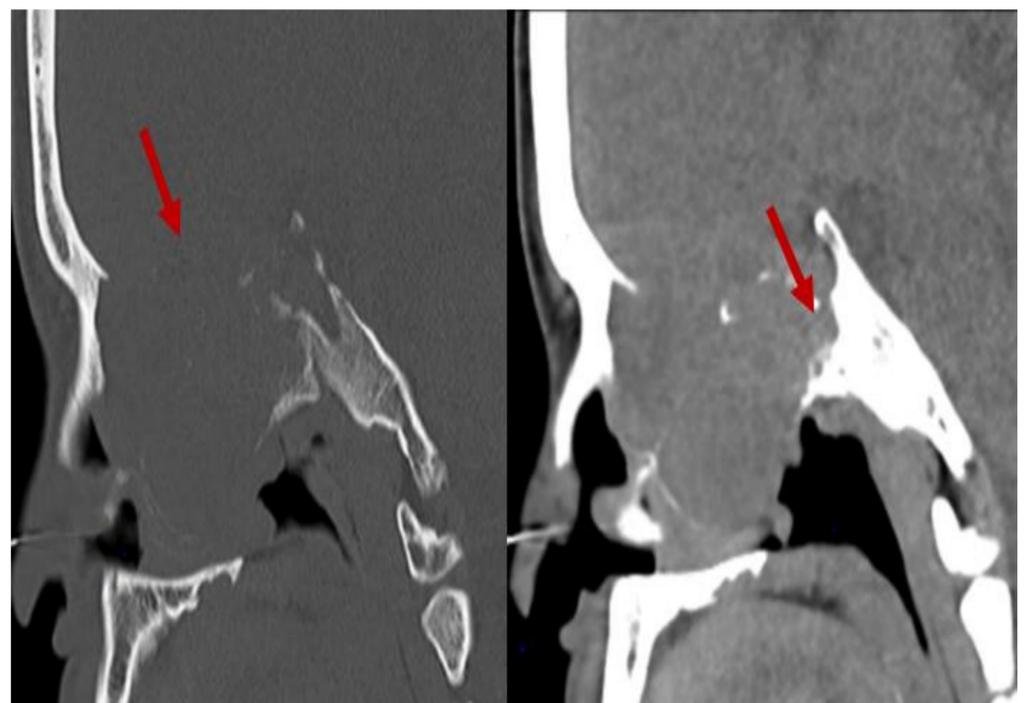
TAC sagital. Ventana ósea y partes blandas sin contraste. Invasión del seno esfenoidal, contenido orbitario y fosa craneal media. Leiomioma. Estadio T4b
